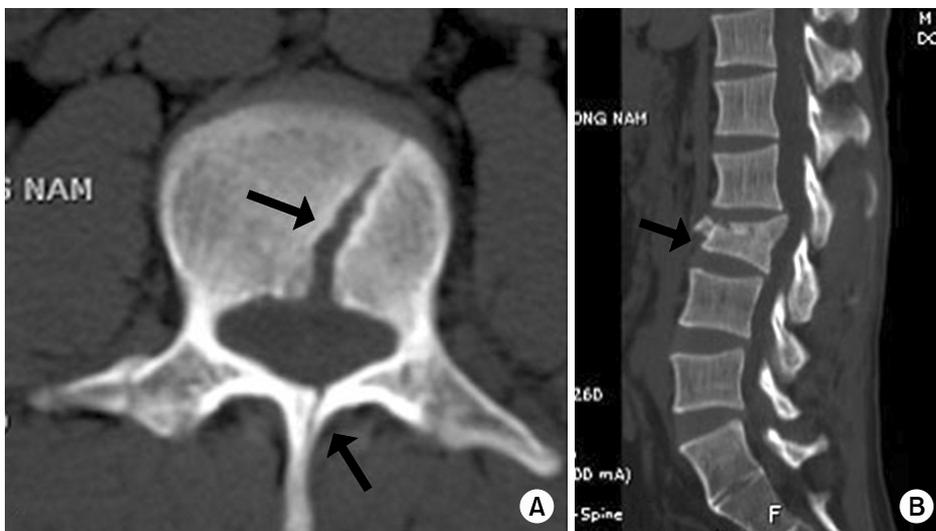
Axial (A) and sagittal (B) CT scans show L3 burst fracture with green stick laminar fracture (arrow) in 22 year-old man who fell from height. Initial Frankel grade was D.
